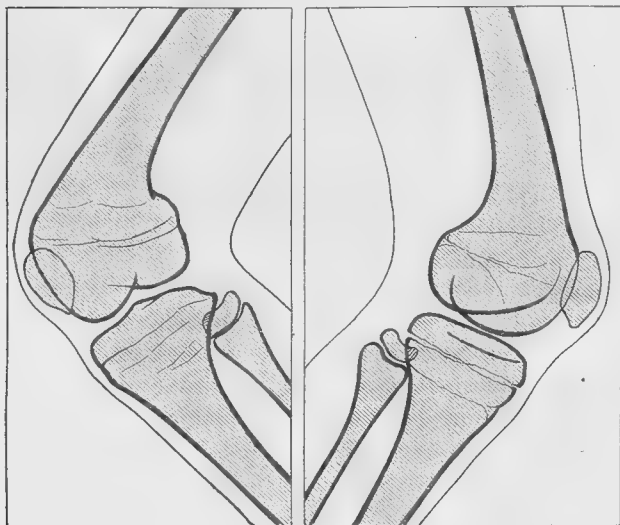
Radiographies de profil avant l'intervention.
